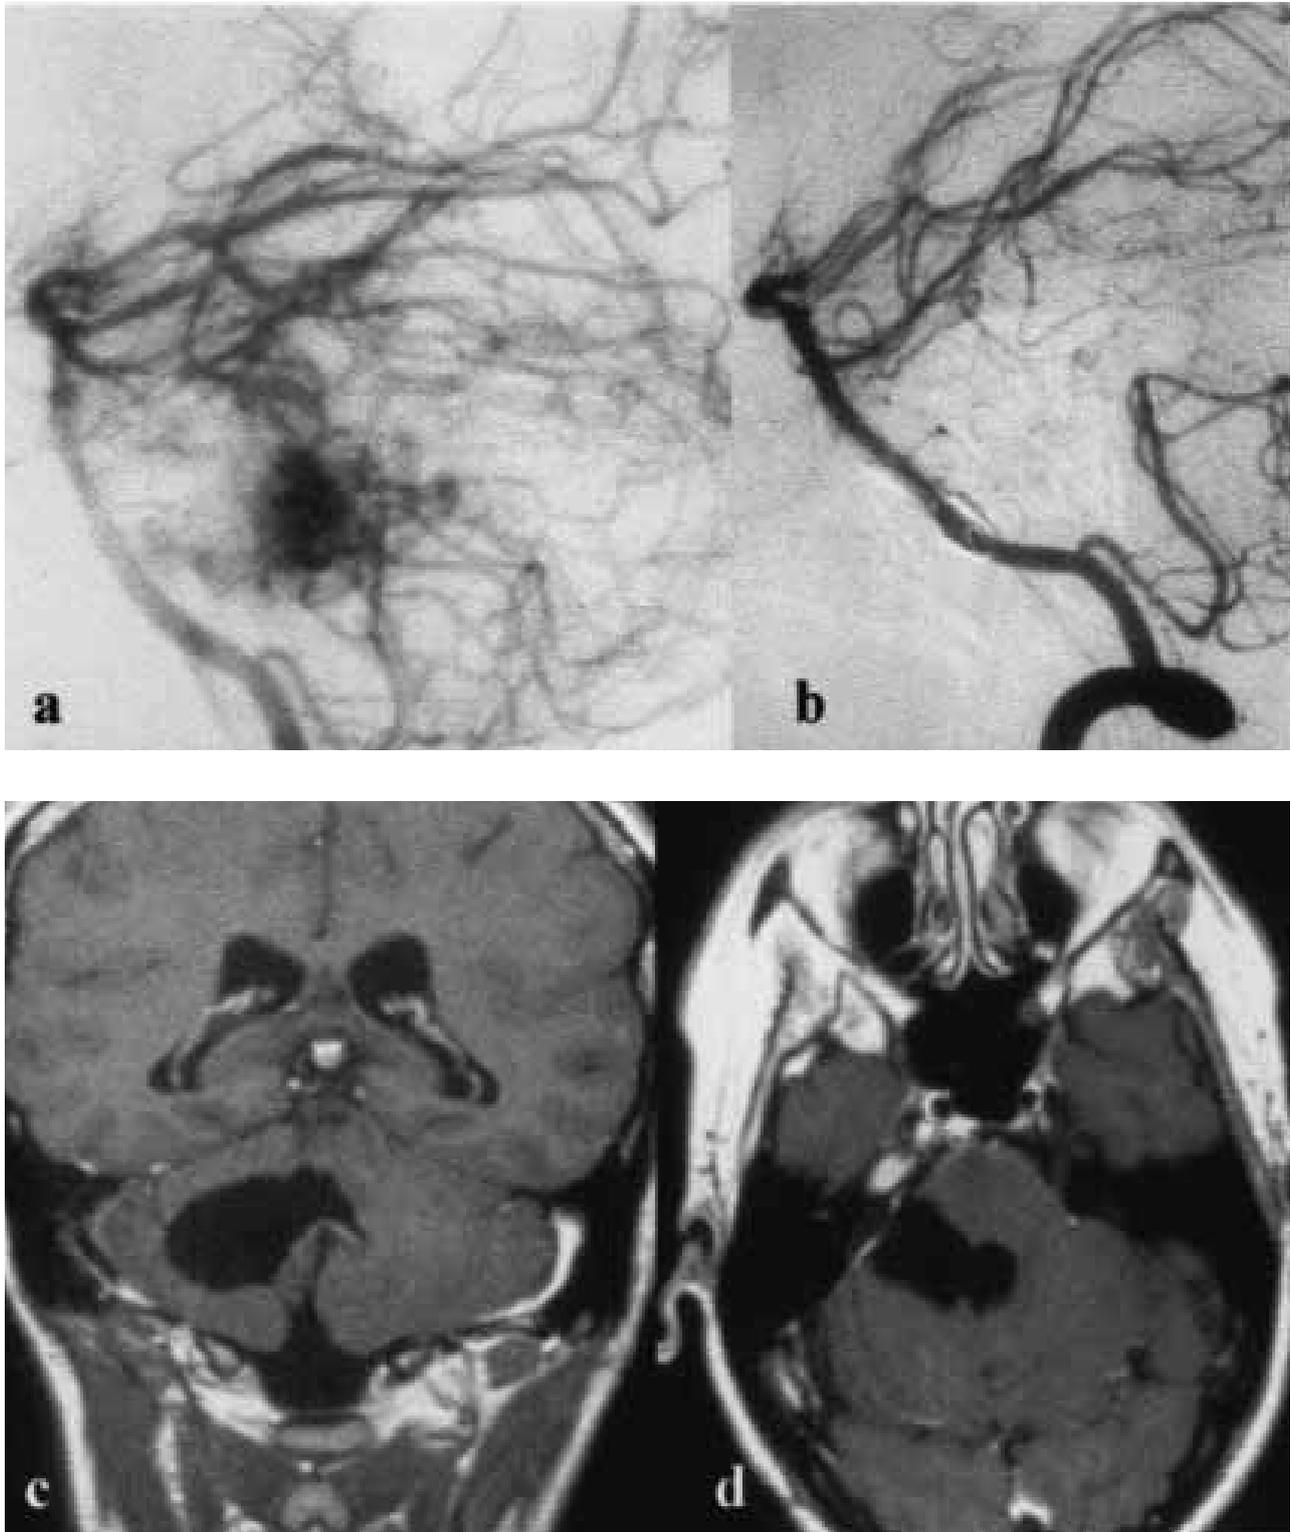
Caso 6: Vertebralgrafia destra in proiezione laterale di una MAV dell'angolo ponto-cerebellare destro prima e dopo trattamento chirurgico (A,B); la RM di controllo a distanza di 15 mesi dall'intervento mostra gli esiti dell'evento emorragico d'esordio.
